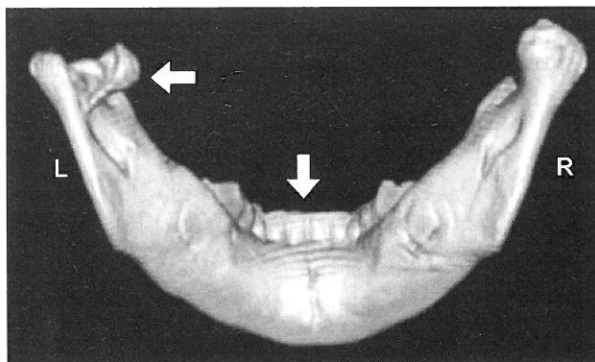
3D-CT image of case 1. Both fractures (Fig. 1 and 2; allows) were visualized.
